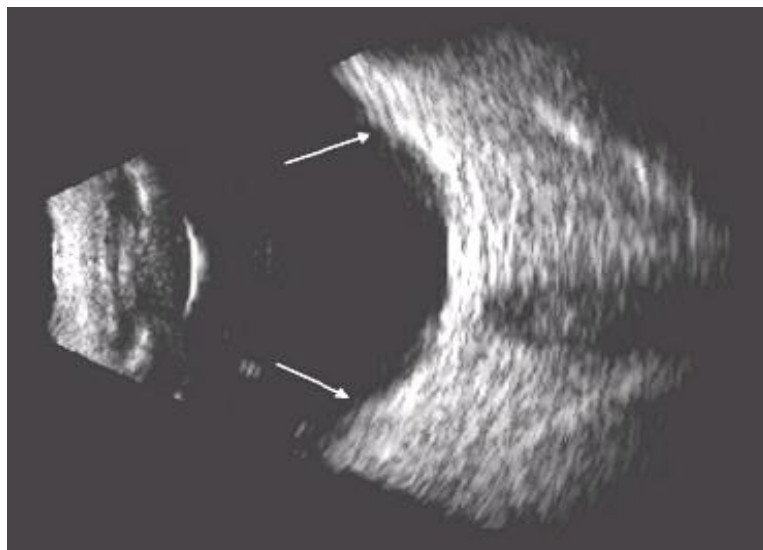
Artefak pembayangan pada USG.
